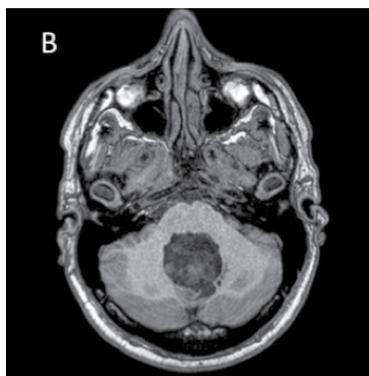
A y B. Las imágenes de RMN revelan una lesión de composición mixta que involucra cuarto ventrículo.
